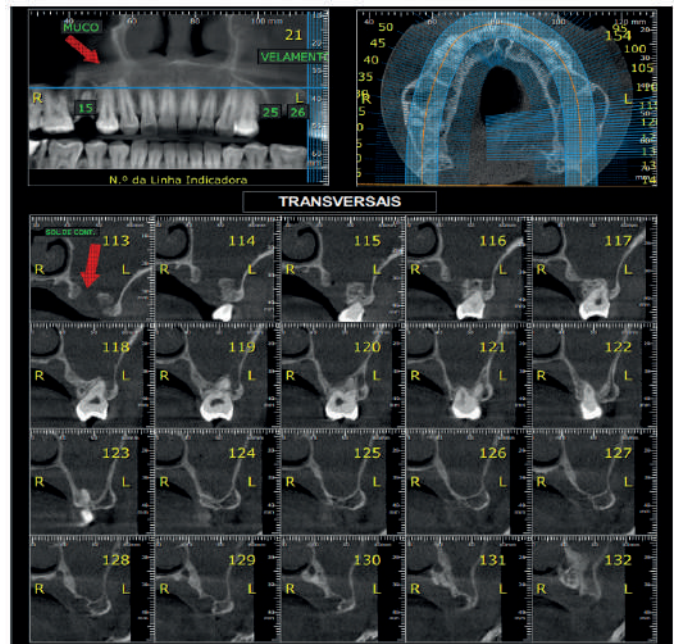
Radiografia panorâmica constatando o velamento do seio maxilar.
